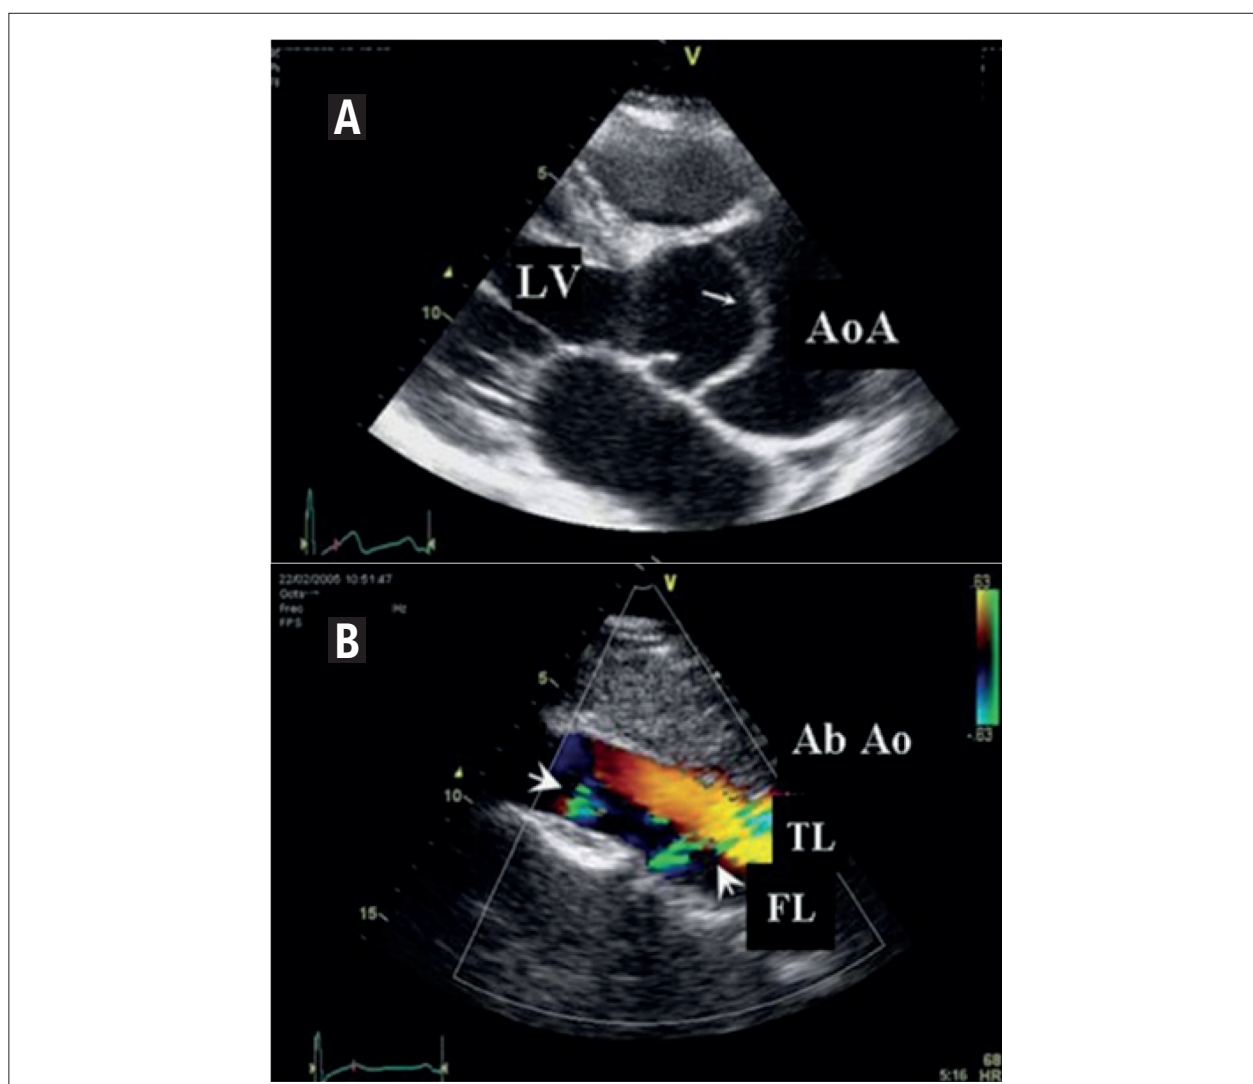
Flap intimal dividindo a raiz da aorta em dois lúmens, um verdadeiro e um falso (a). O uso do Doppler colorido pode auxiliar na identificação do verdadeiro lúmen, como na imagem (b) de um paciente com dissecação de aorta abdominal. Adaptado de Evangelista et al.¹
